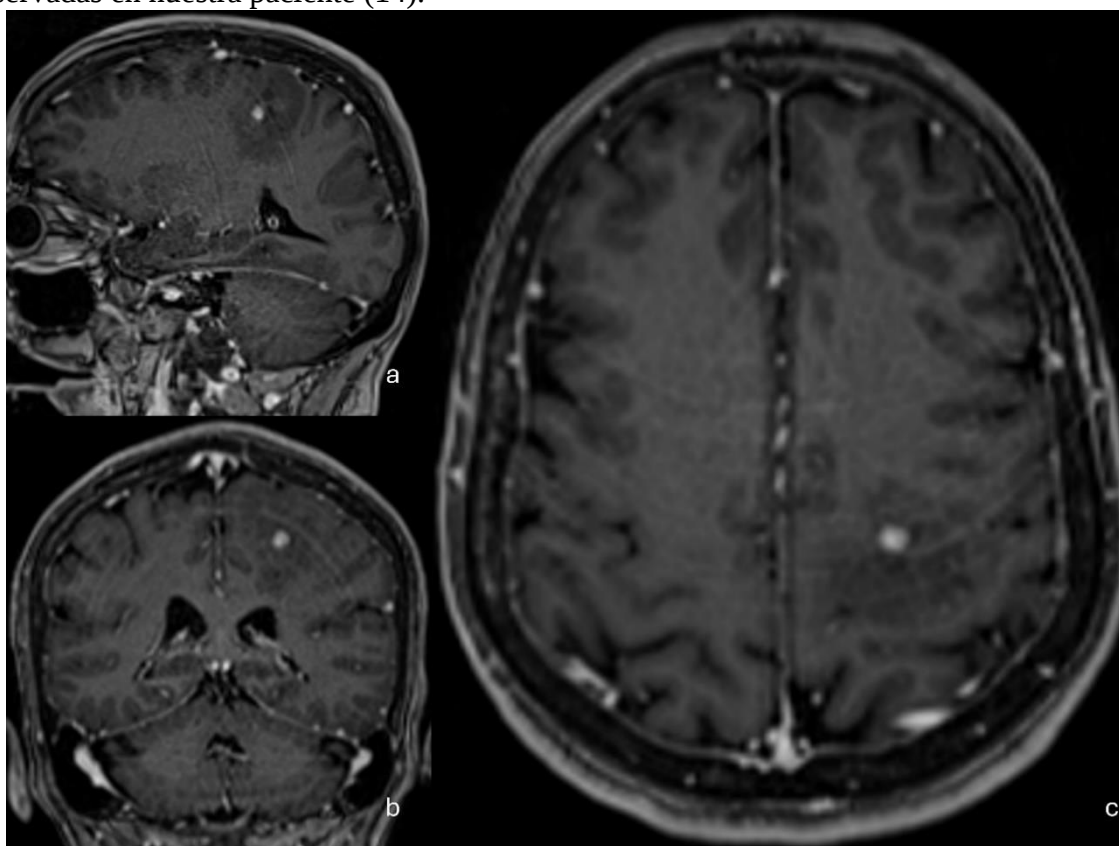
Resonancia magnética cerebral contrastada de seguimiento realizada un mes después del estudio inicial.
